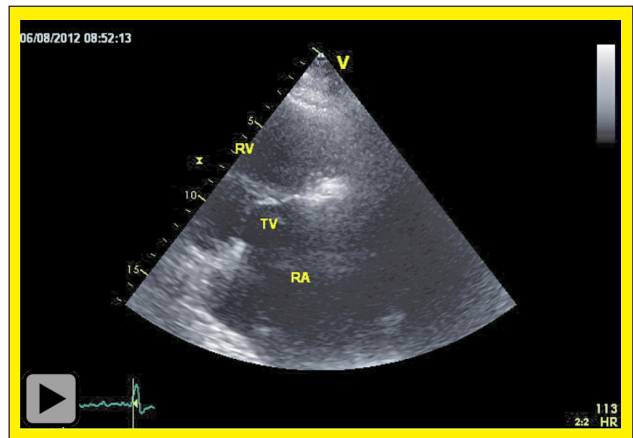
Parasternale Darstellung des rechtsventrikulären Einflusstraktes mit dem rechten Vorhof (RA), dem rechten Ventrikel (RV) und der Trikuspidalklappe (TV). In diesem Schnitt kann das posteriore Trikuspidalsegel eingesehen werden.
